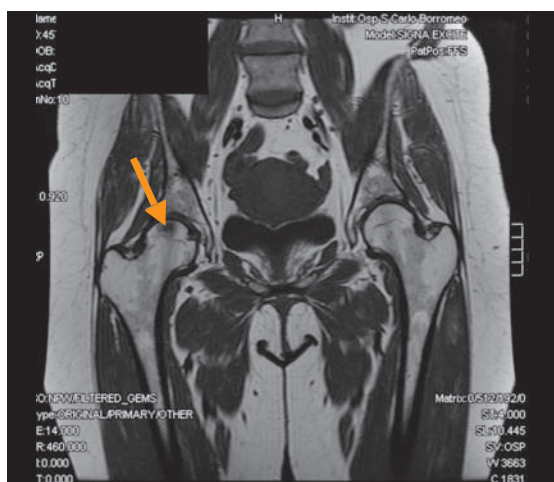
RM bacino con area di osteonecrosi testa femorale dx.
